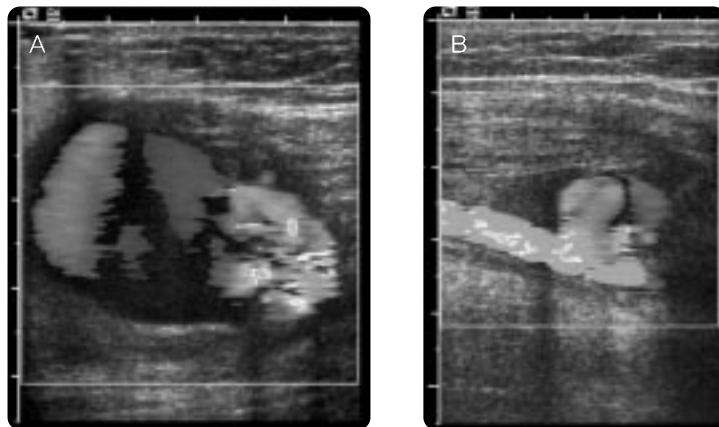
Color Doppler ultrasonogram shows the aneurysmal sac(A) and wide neck of aneurysm(B)
